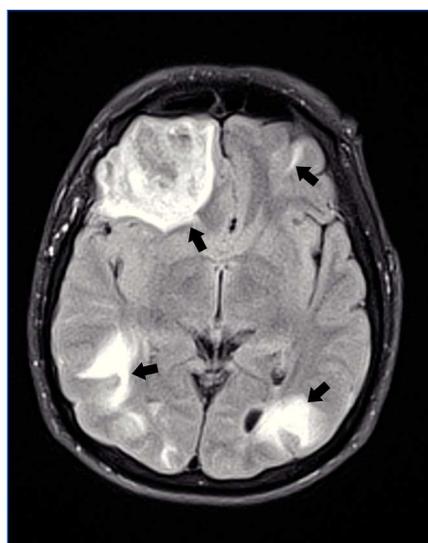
Resonancia magnética cerebral, secuencia FLAIR. Lesión frontal derecha hiperintensa heterogénea con efecto de masa por evidencia de sangrado. Se observan áreas hiperintensas corticosubcorticales frontal izquierda y occipitales bilaterales.
